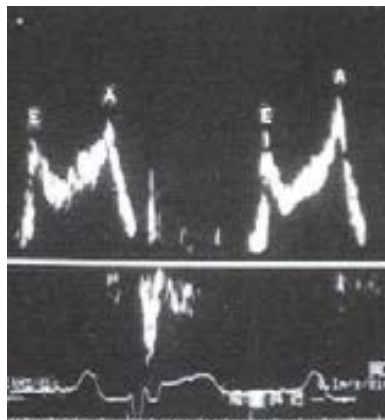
4bis - Futbolista de 18 años con MHF. Doppler pulsado mitral. Inversión de la relación E/A con disminución de la velocidad de desaceleración de la onda E.
